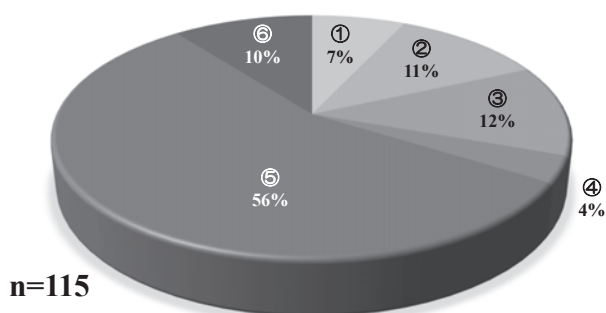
条件付きMRI対応CIEDs使用患者の夜間・休日の緊急MRI検査
